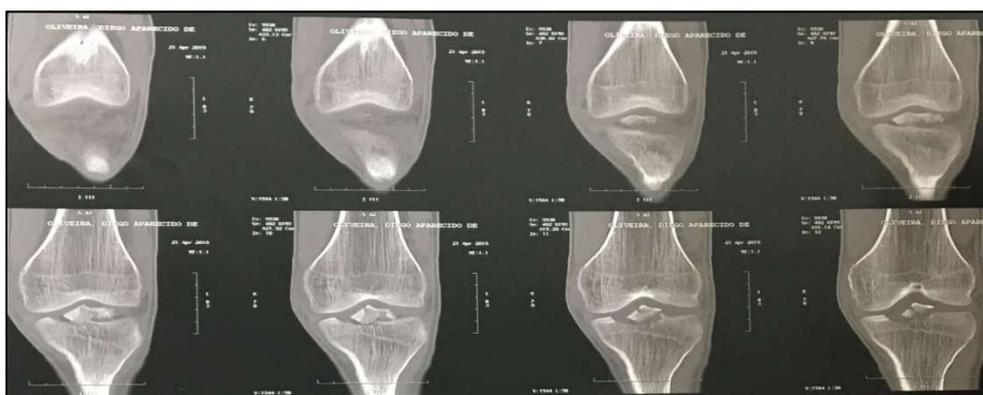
Tomografia de joelho em corte coronal, apresentando a fratura e avulsão da espinha tibial.
